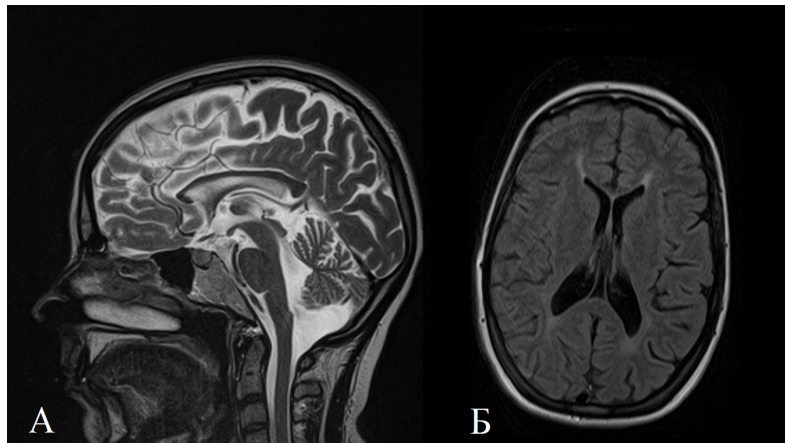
МРТ головного мозга (*SPG11*). А (сагиттальный срез, T2-ВИ): определяется истончение мозолистого тела и признаки атрофии червя мозжечка; Б (аксиальный срез, T2-FLAIR): симметричное повышение МР-сигнала у передних рогов боковых желудочков (симптом «уши рыси»).
